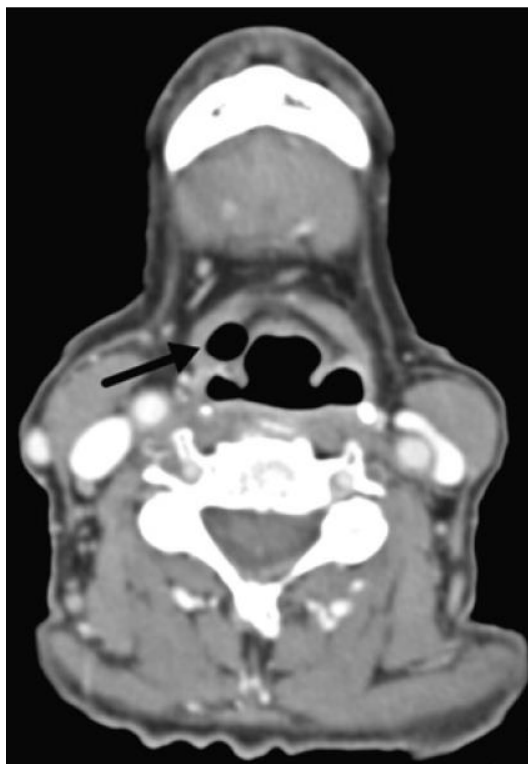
Internal laryngocele. Computed tomography shows the airfilled laryngocele (*arrow*) located in the right paraglottic space that exerts mass effect on the right piriform sinus.
